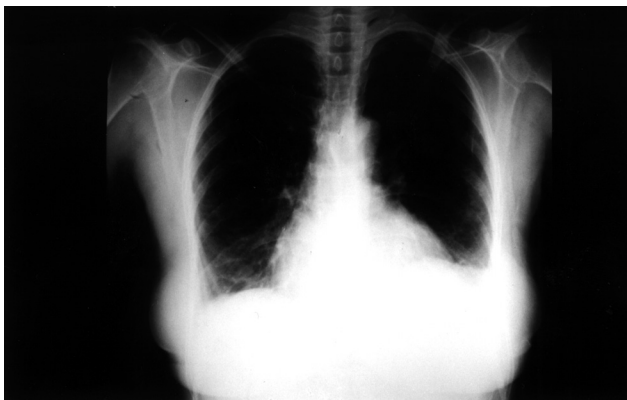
Radiographie thoracique montrant une opacité hétérogène de la base gauche avec émoussement du cul de sac costo-diaphragmatique.
